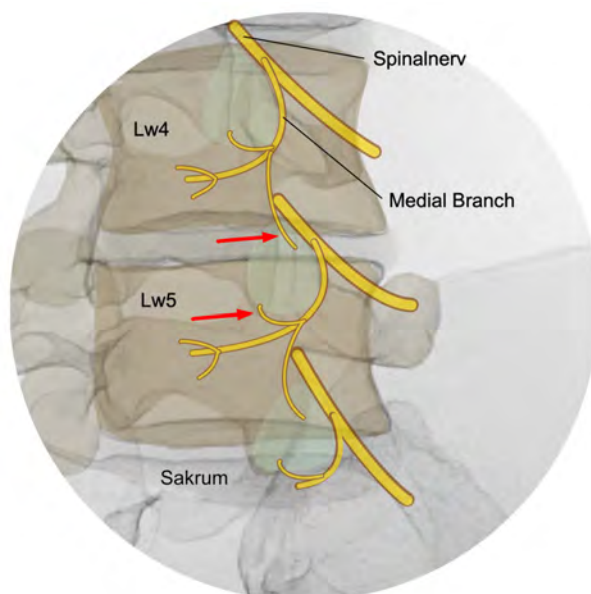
Röntgenbild mit eingezeichneten Nerven (gelb). Die beiden Nerven, die das Facettengelenk Lw4/5 versorgen, sind mit einem roten Pfeil markiert. Die Facettengelenke sind grün dargestellt.
